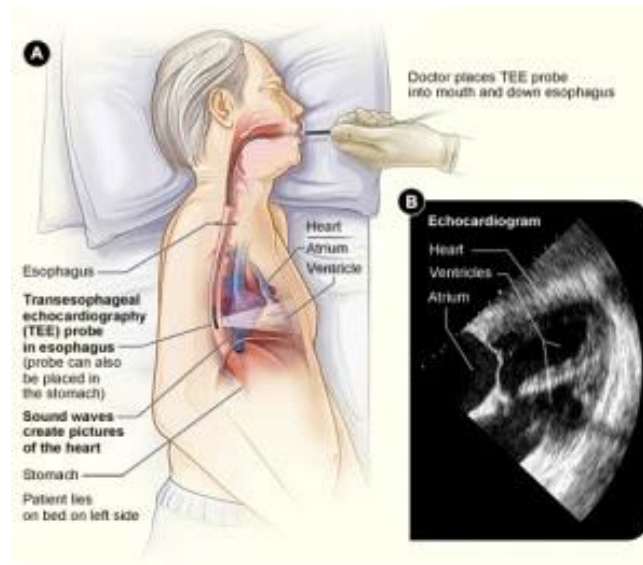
Ecocardiografia transesofàgica
